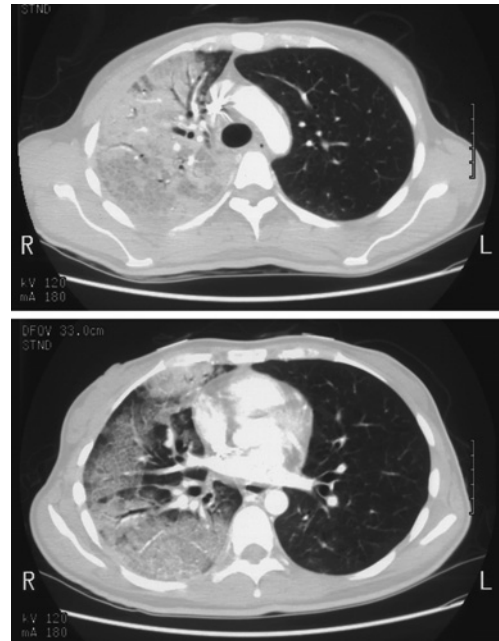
Chest CT scans showing consolidation with air bronchogram in the entire right lung field.
